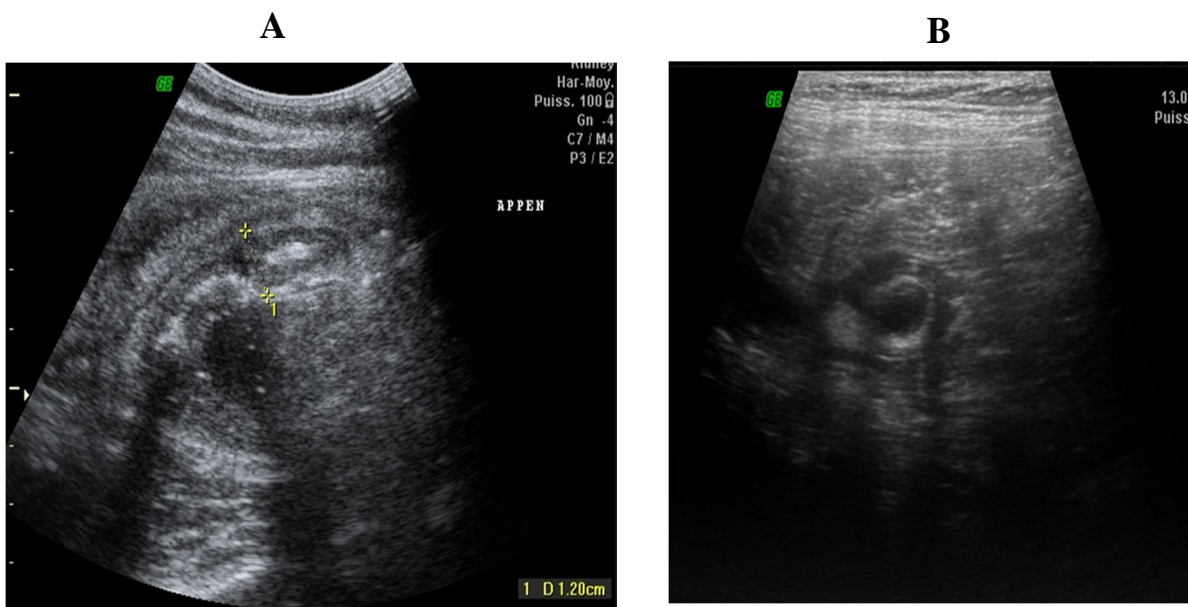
Appendicite aiguë non compliquée vue à l'échographie
